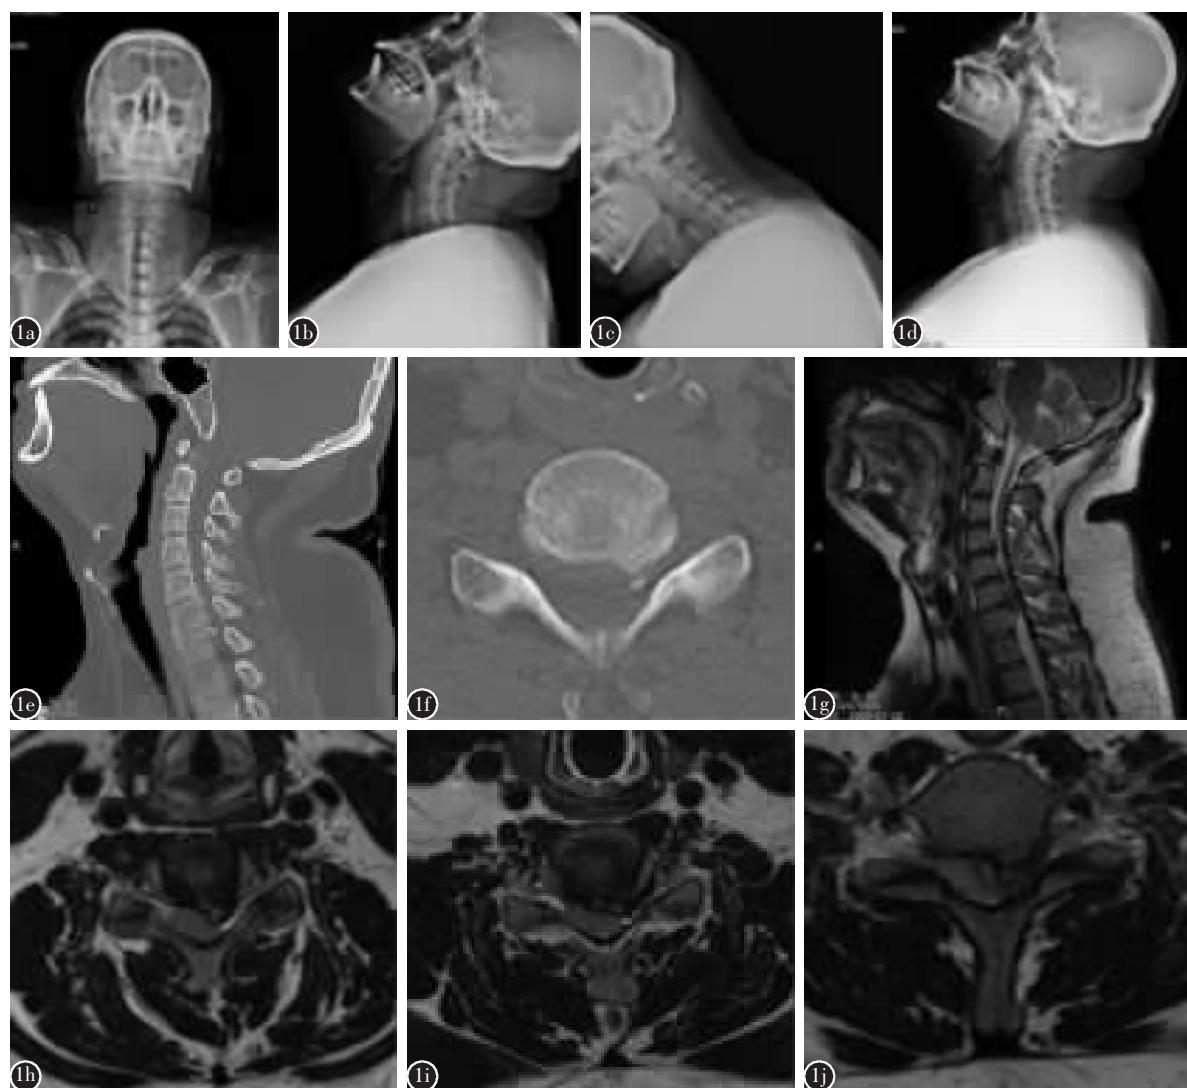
a~d 术前正、侧位和过屈、过伸位 X 线片颈椎未见明显不稳, 椎间角度差为 15°, 横向移位 3mm e CT 二维重建示 C6/7 椎间盘突出并有骨性增生 f C6/7 横截面 CT 示椎间盘突出并骨质增生 g MRI 矢状面示 C4/5~C6/7 多节段椎管狭窄, 硬膜受压 h MRI 横截面示有椎间盘突出 i C5/6 横截面 MRI 示椎间盘突出, 压迫硬膜 j C6/7 横截面 MRI 示巨大椎间盘突出, 压迫脊髓及左侧神经根
